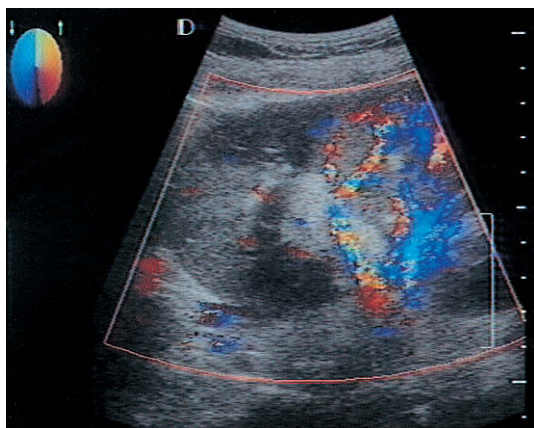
Imagen Doppler de flujo en color donde se demuestra flujo sanguíneo en el hilio e intrarenal. Obsérvese la ausencia de flujo en el polo superior en este paciente con una pielonefritis focal.
